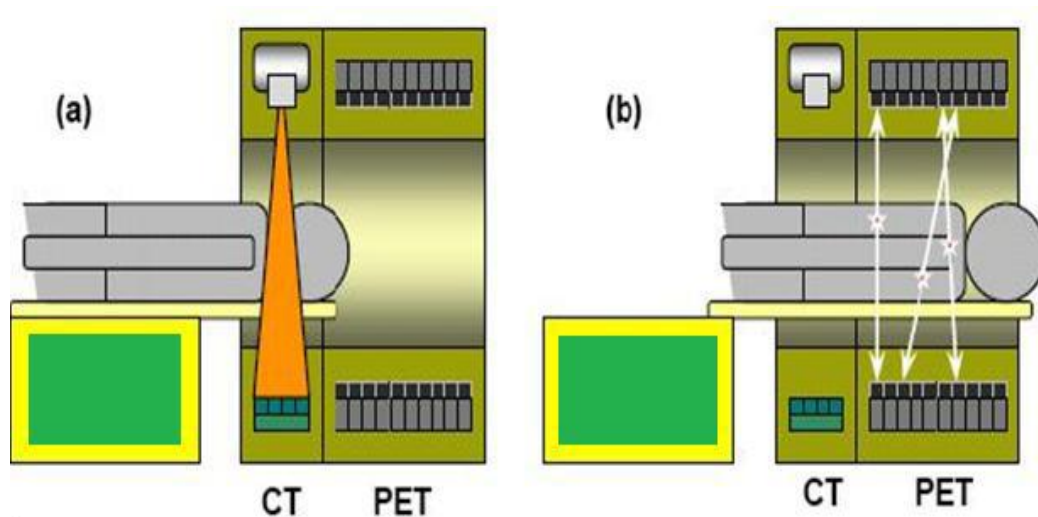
Posición del paciente dentro de un Gantry de un Tomógrafo híbrido PET-CT, (a) el paciente pasa primero a través del escáner CT, (b) posteriormente el paciente pasa al escáner PET.
